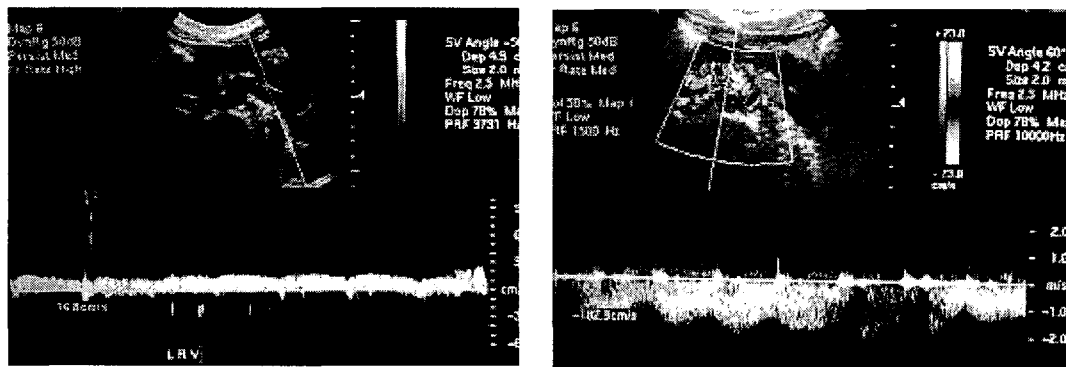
Peak flow velocity at dilated (left) and compressed (right) portion of left renal vein on follow-up renal doppler ultrasonography, 2 years later are 16.8 cm/sec and 182.9 cm/sec (1:10.9).
